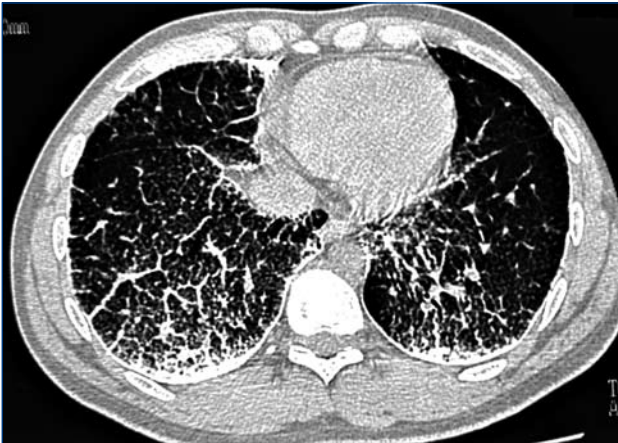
Tomografia computerizzata del torace: micronoduli calcifici bilaterali che interessano diffusamente il parenchima polmonare ed interessamento diffuso dell'interstizio.
